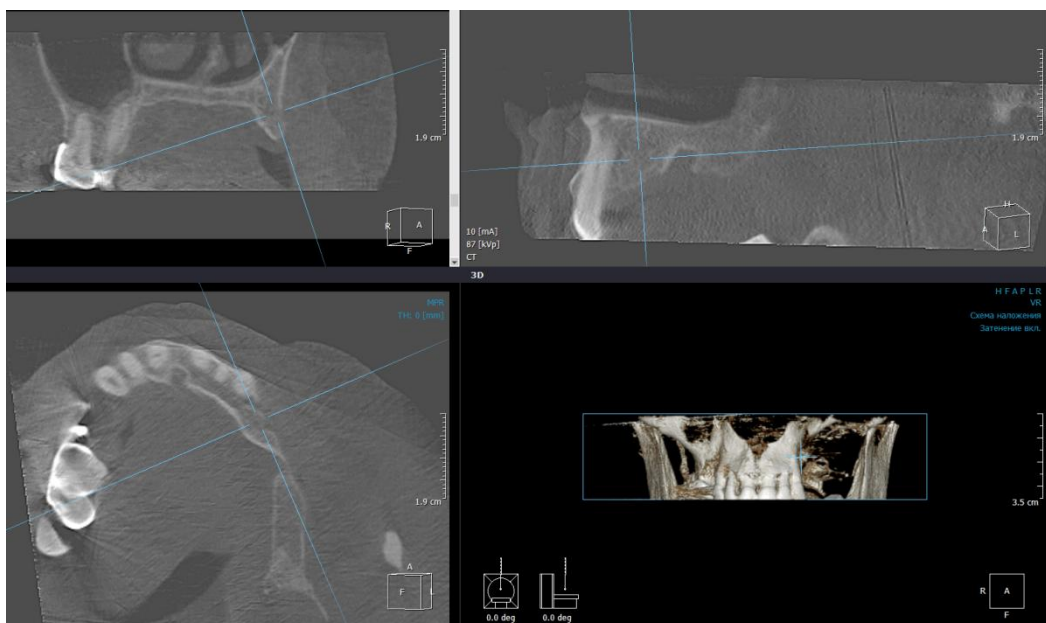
Компьютерная томограмма пациентки Щ., 42 г. после оперативного вмешательства
